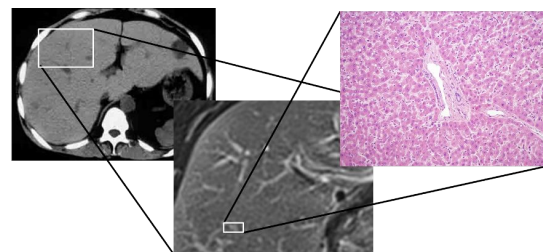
MRI-based PathoView の完成イメージ図
